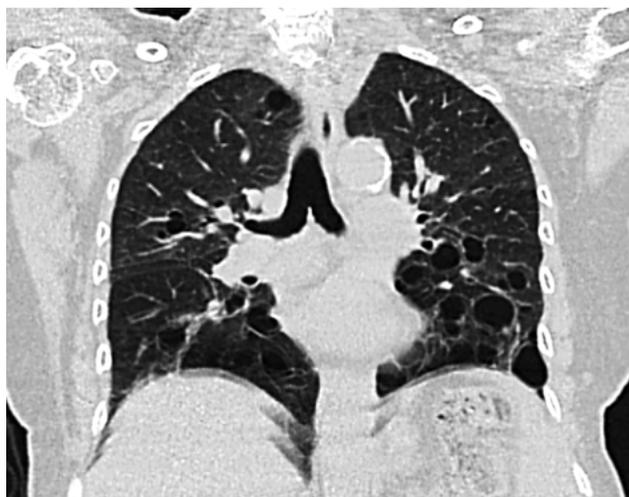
Caso índice. Tomografía computada de tórax de alta resolución. Reconstrucción coronal en ventana de pulmón. Manifestaciones pulmonares.
